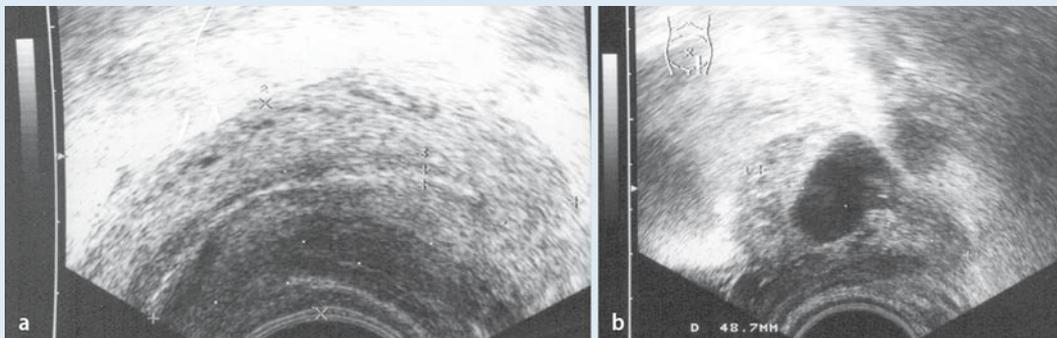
◀ a Transvaginalsonogramm Uterus; b Transvaginalsonogramm Ovar links
